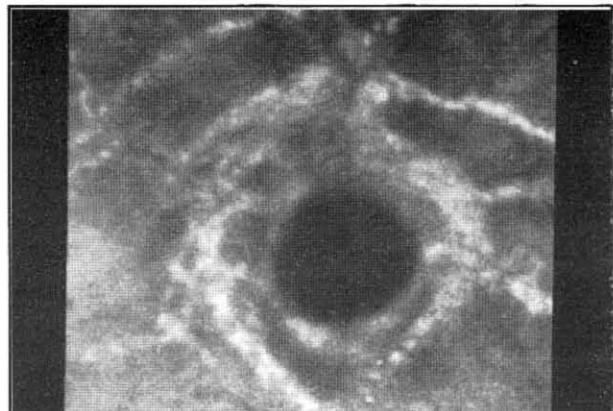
Flöresein anjiografide çatlaklarda hiperflöresans, aynı çatlakta hipo ve hiperflöresans (siyah ok)
